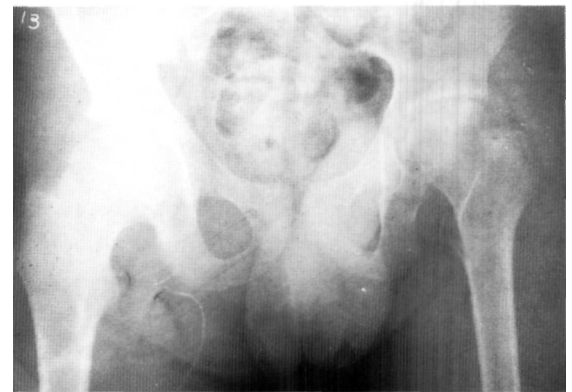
Radiografía de pelvis ósea cinco meses después del tratamiento. Obsérvese la desaparición de los signos.
